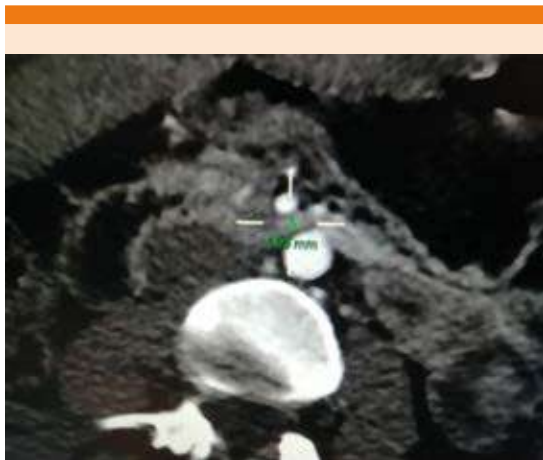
Tomografía axial computada de abdomen con contraste IV que muestra distancia entre aorta y arteria mesentérica de 480 mm y 28.9° de ángulo aortomesentérico.
